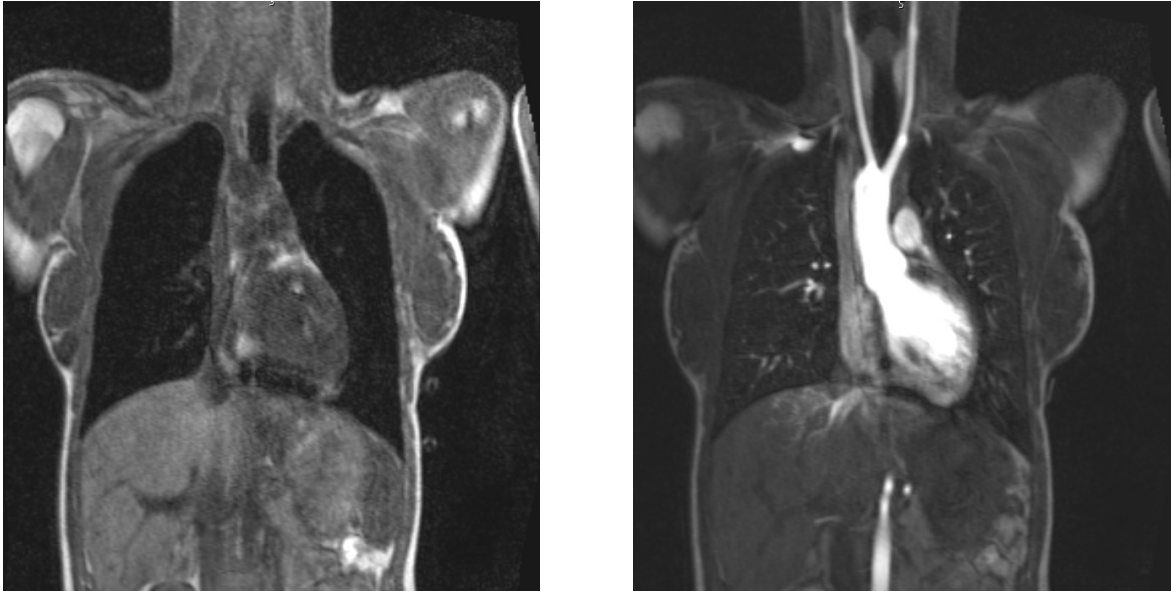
Vergleich nativ MRT und Kontrastmittel-MRT, selber Patient
